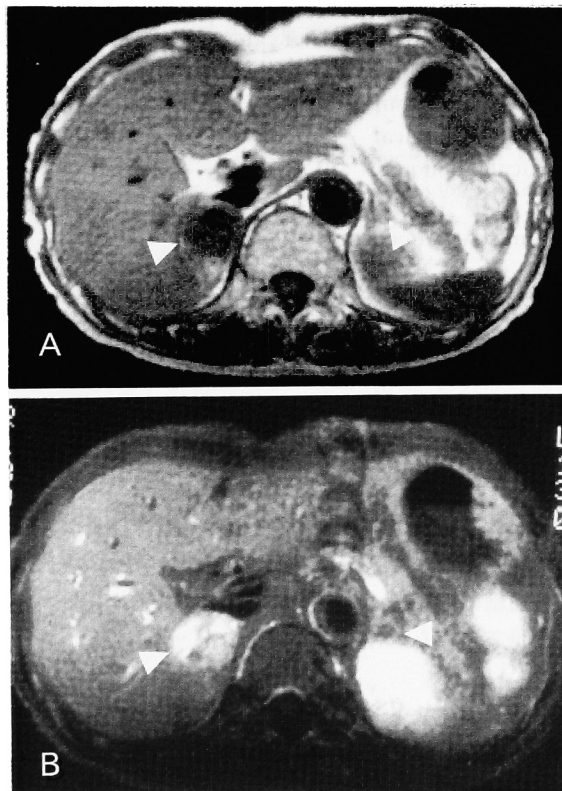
MRI. (A) T1-weighted image revealed a right adrenal tumor, 2.5×3.5 cm in size showed swelling and a low intensity area (arrow). There was a low intensity area in the left adrenal gland, 1.2×1.0 cm in size (B) T2-weighted image revealed right adrenal tumor, showed swelling and a high intensity area (arrow). There was a low intensity area in the left adrenal gland (arrow).
